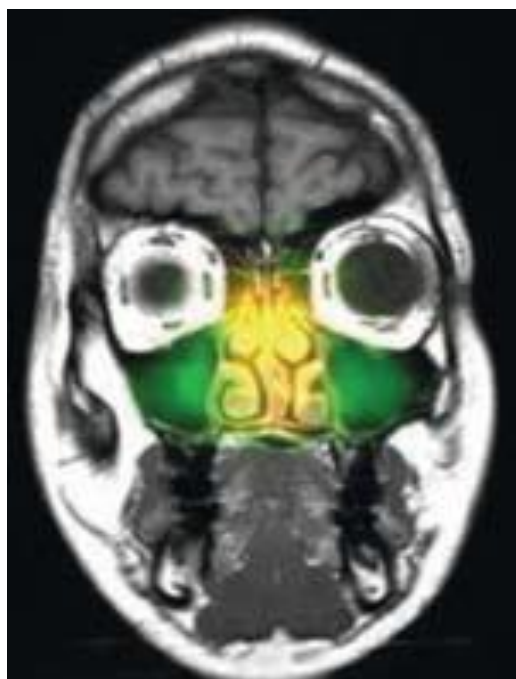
Проникновение меченого изотопами аэрозоля в ОНП во время ингаляции компрессорной ингаляционной системой PARI SINUS (по данным МРТ околоносовых пазух).
